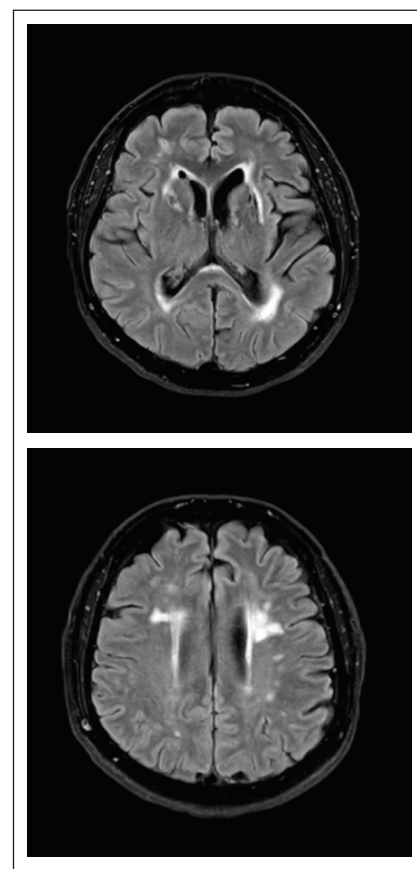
МРТ головного мозга (FLAIR-изображения) пациентки Н., 63 лет. ГИБВ головного мозга (лейкоареоз) II–III степени по Fazekas. Лакунарные инфаркты подкорковой локализации
